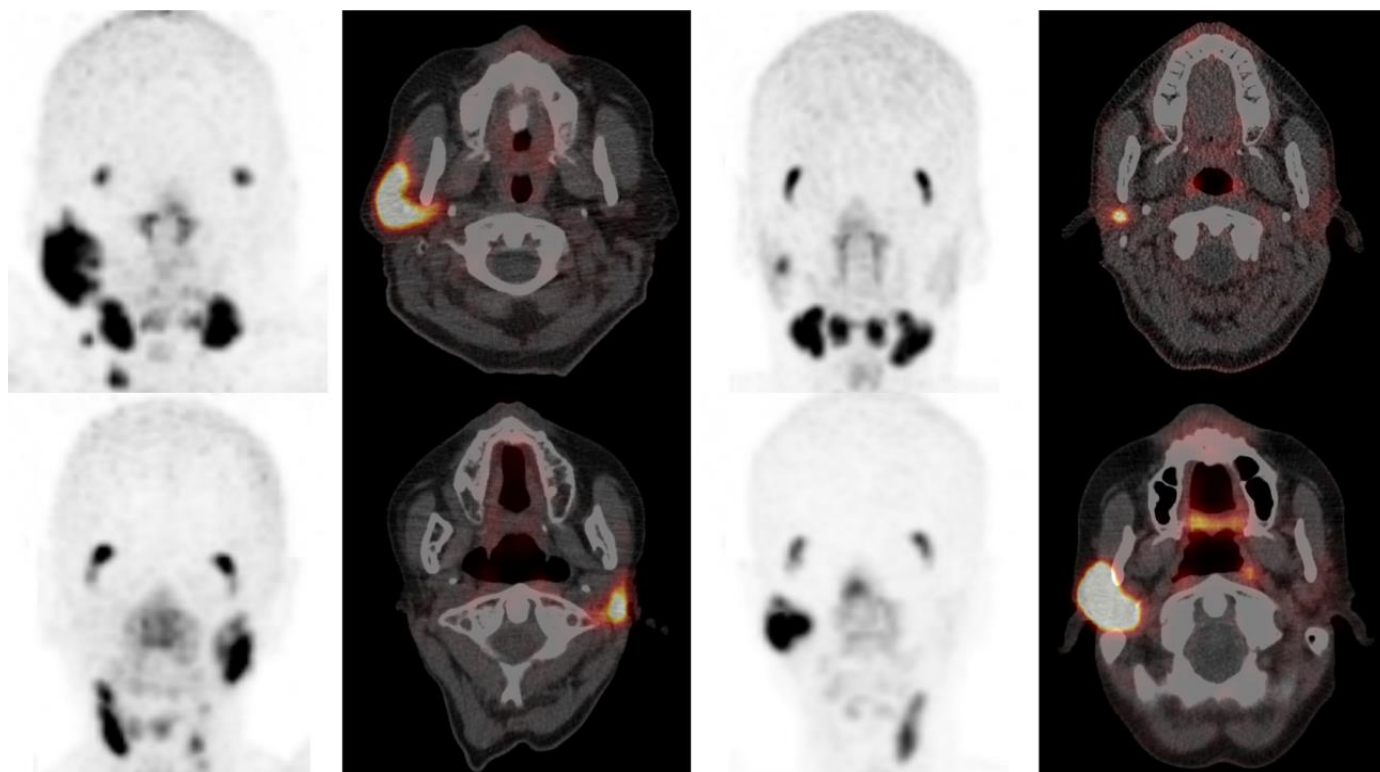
ПЕТ/КТ зображення з ^{68}Ga -PSMA, отримані для 4 пацієнтів після двох курсів радіонуклідної терапії ^{131}I [69].
